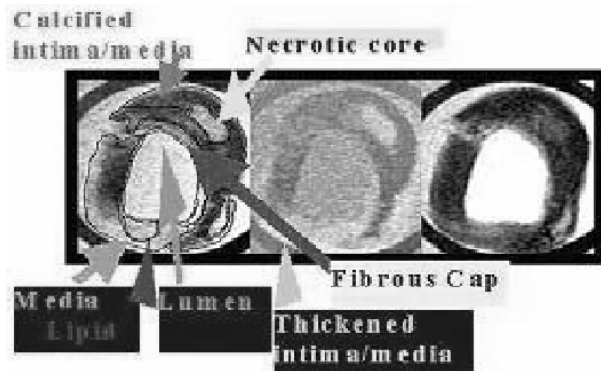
Multicontrast ex vivo MR images of a carotid endarterectomy sample shows distinct features of plaque on T1-weighted (left); proton density-weighted (in center); and T2-weighted (right) images. Plaque delineated features are shown with arrows.
